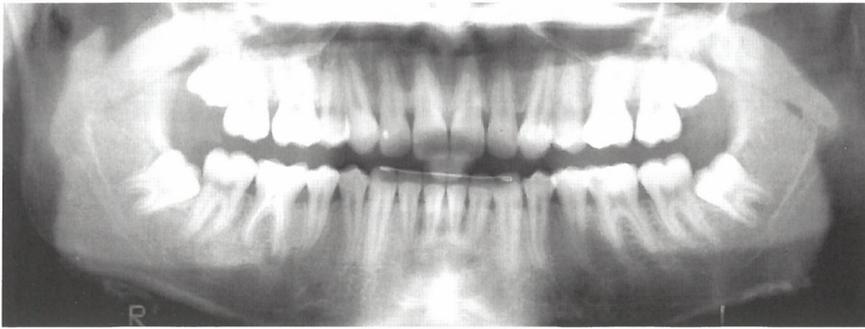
Orthopantomogramm einer Patientin nach Entbänderung; Platzmangel für einen Durchbruch der Zähne 38 und 48, misslungene Wurzelkanalbehandlung des Zahnes 46 und tiefe kariöse Läsion unter der Füllung des Zahnes 36.
